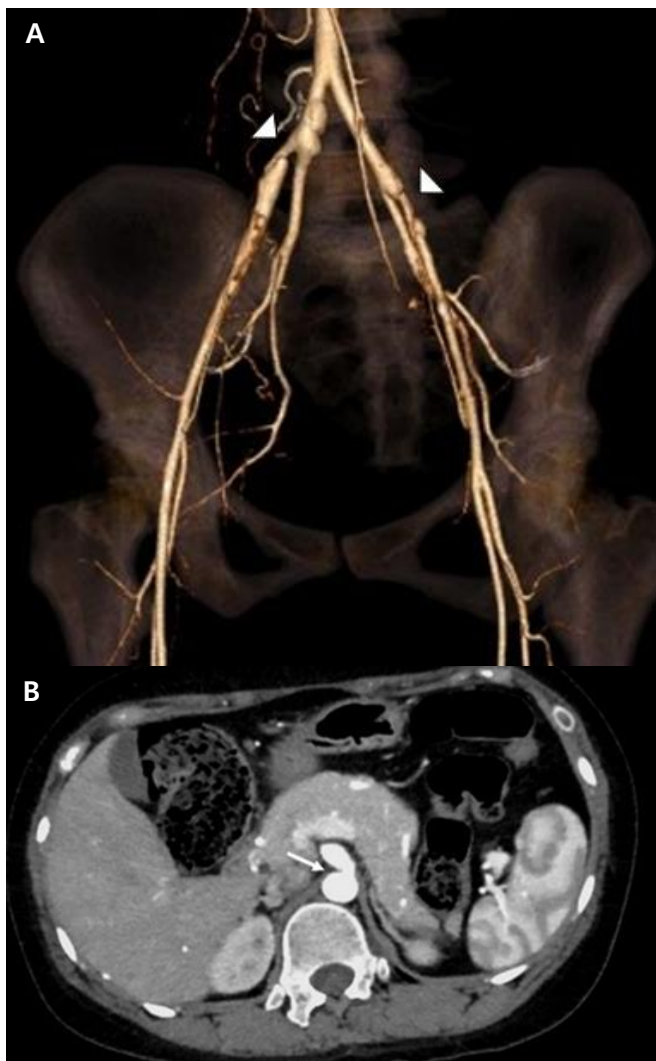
Computed tomography (CT) angiography with three-dimensional reconstruction scan (A) showed luminal irregularity in common iliac artery, external iliac artery (arrowheads). Axial scan of contrast-enhanced CT angiography (B) also showed luminal irregularity of celiac trunk (arrow).
